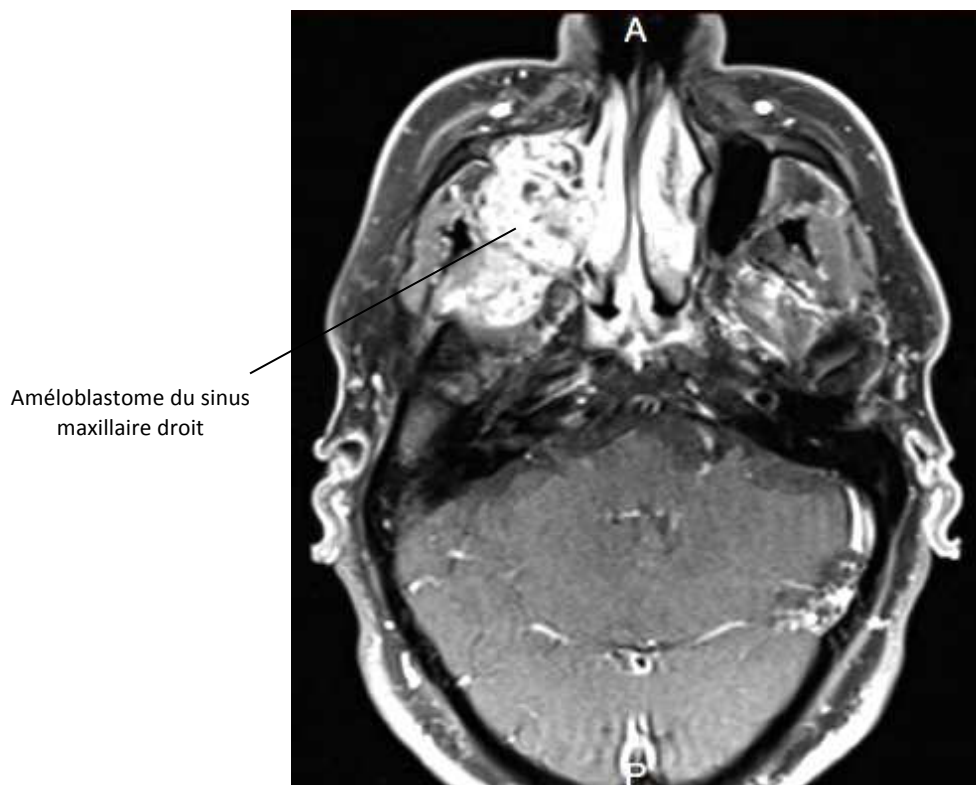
IRM illustrant un améloblastome du sinus maxillaire droit (confirmation après analyse anatomopathologique)(48).
